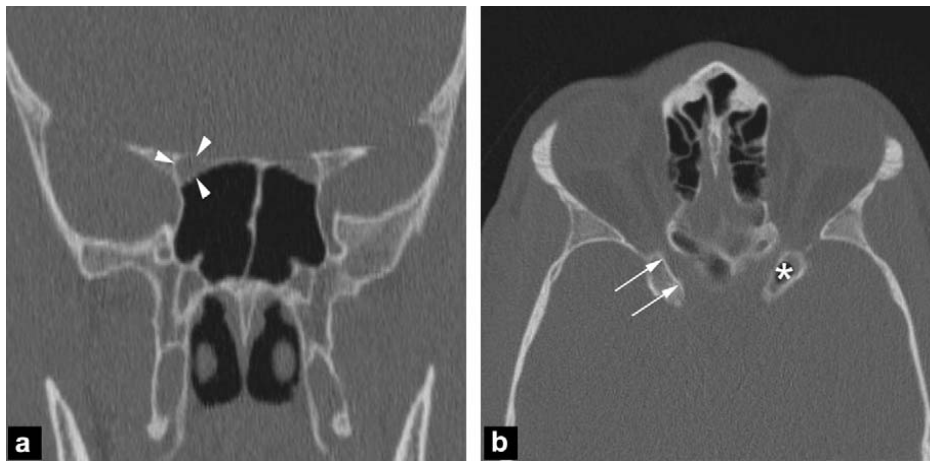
Canal optique, TDM en fenêtre osseuse : a : coupe coronale, le canal optique est situé entre la racine supérieure et inférieure de la clinode antérieure (têtes de flèche) :
